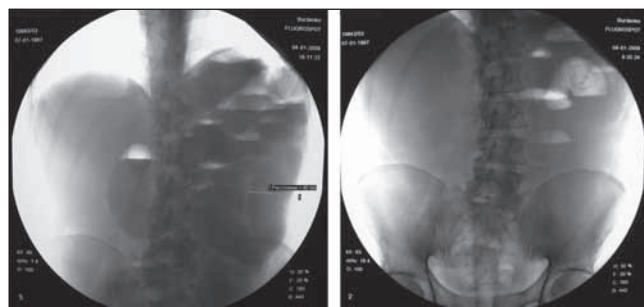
Рентгенологическая картина острой кишечной непроходимости.
